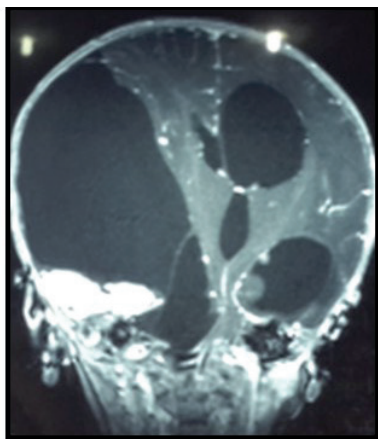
Head MRI at 2 months and 25 days: (Diffusion axial section)
